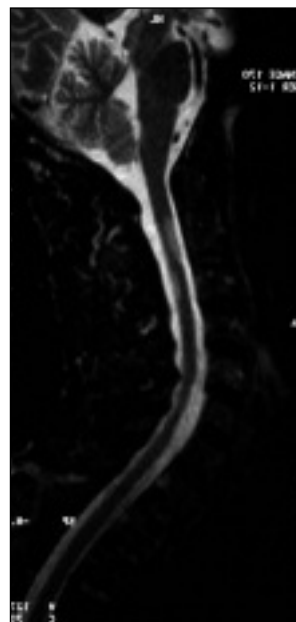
RMN Medula Espinhal: múltiplas lesões desmielinizantes ao longo da medula cervical
